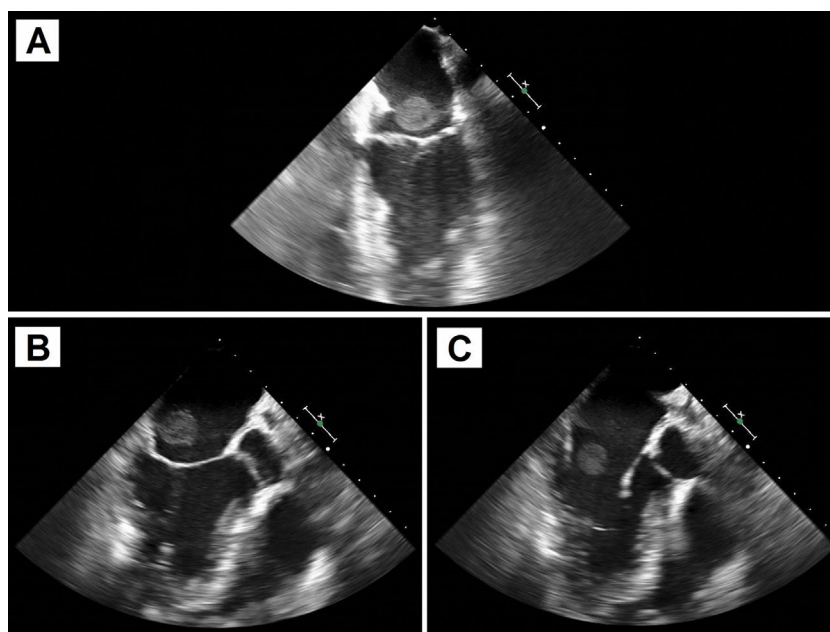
Ecocardiografía transesofágica preoperatoria. A: Plano longitudinal de 2 cámaras. B y C: Plano transversal de 5 cámaras. Se aprecia la masa de gran tamaño anclada al dispositivo de cierre de FOP, en la vertiente auricular izquierda, que protruye hacia la válvula mitral.
